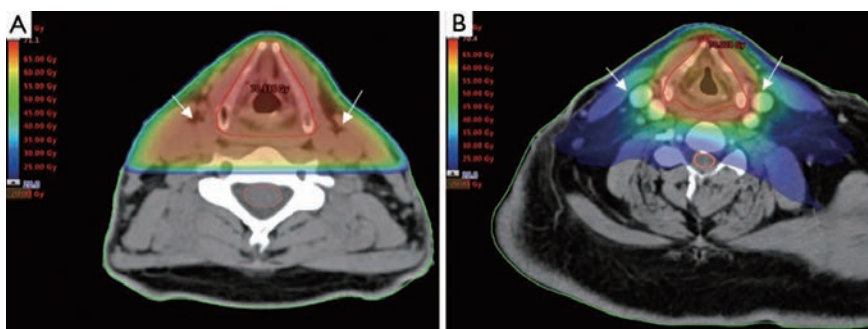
성문암에서의 일반 방사선치료(A)와 특수 방사선치료(B)의 차이, 빨간색으로 갈수록 방사선이 많이 조사되는 고선량 영역, 파란색에 가까울수록 저선량 영역을 나타낸다. 양쪽 경동맥(carotid artery, 흰색 화살표) 부분에 들어가는 방사선량이 방사선치료의 기법에 따라 확연한 차이를 보이는 것을 확인할 수 있다.
